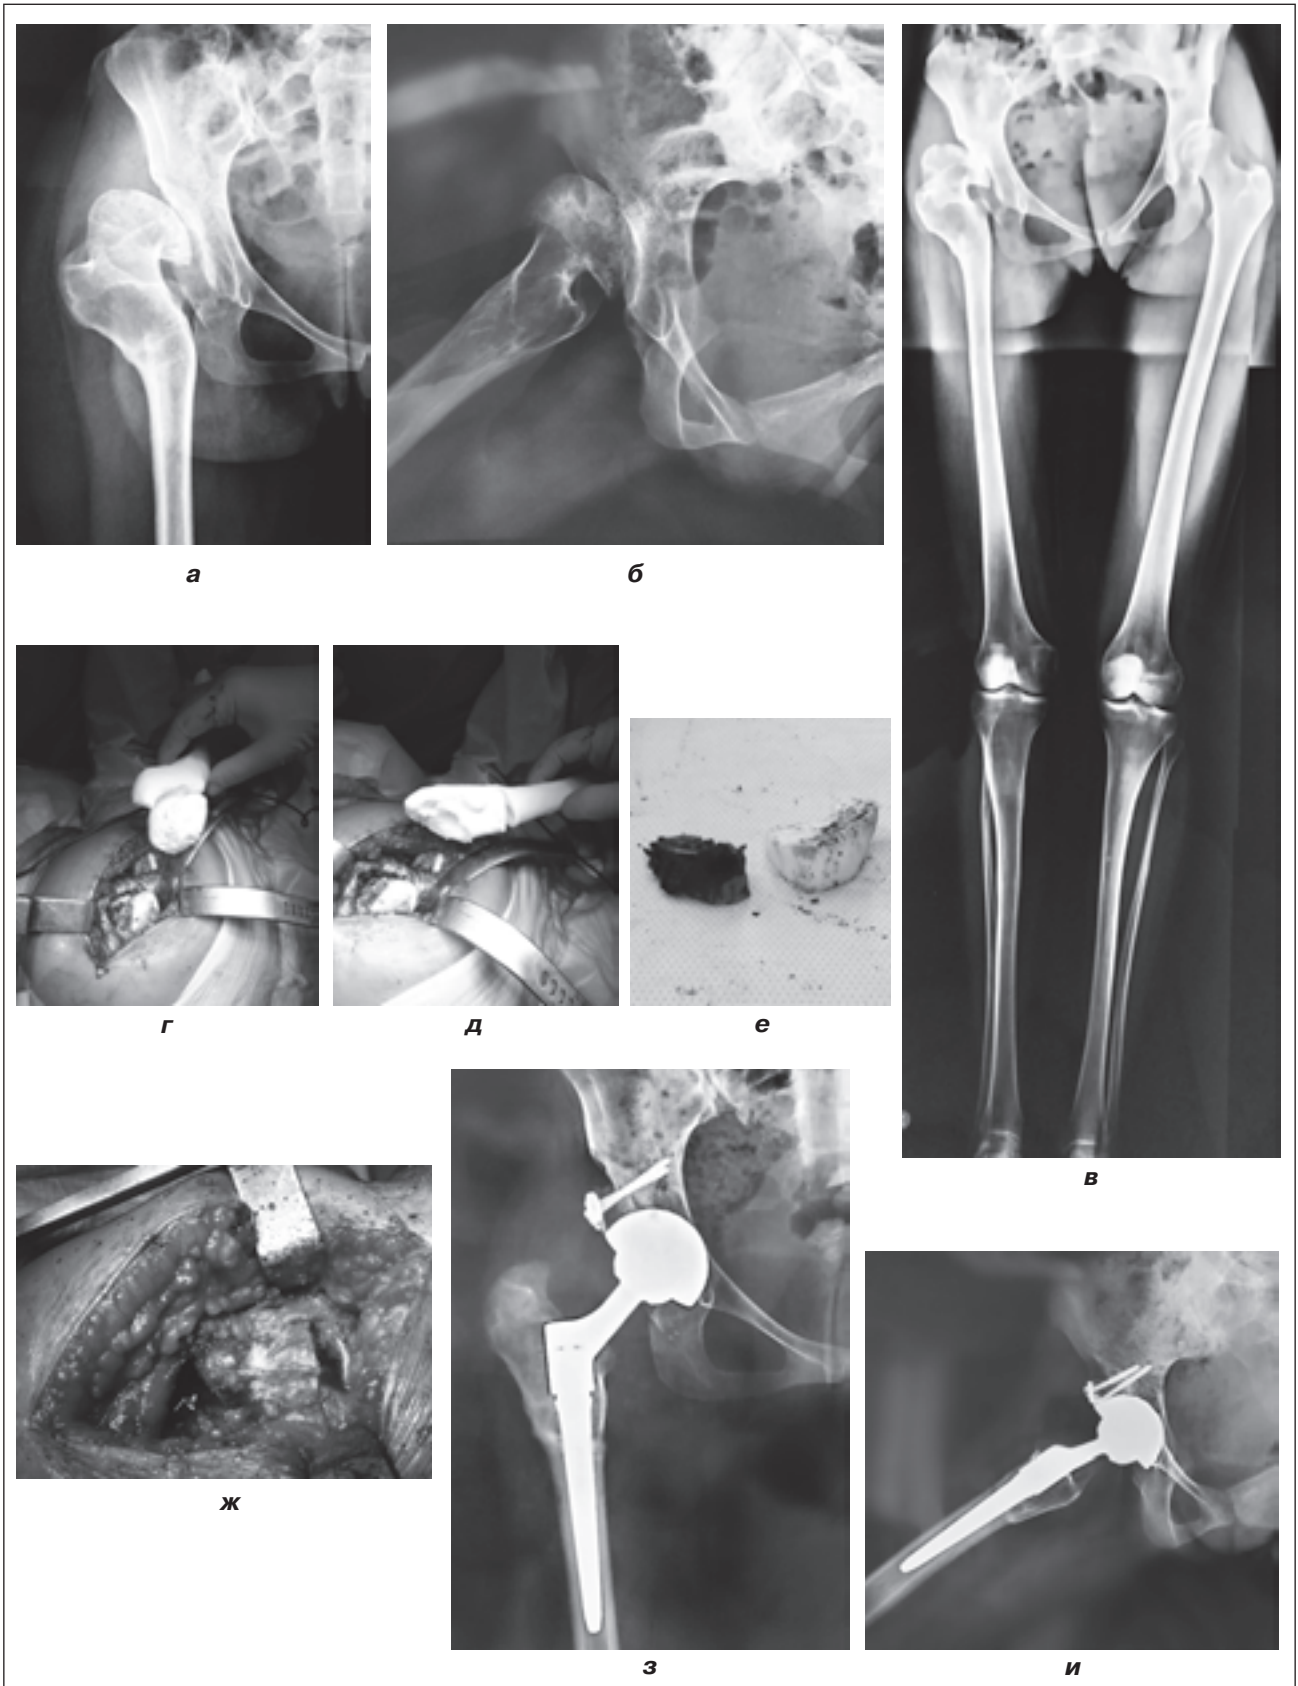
Пациентка С.: а, б – рентгенограммы тазобедренного сустава до операции; в – осевая рентгенограмма нижних конечностей; г–ж – этапы проведения эндопротезирования; з, и – рентгенограмма тазобедренного сустава через год после операции: прямая и боковая проекции
